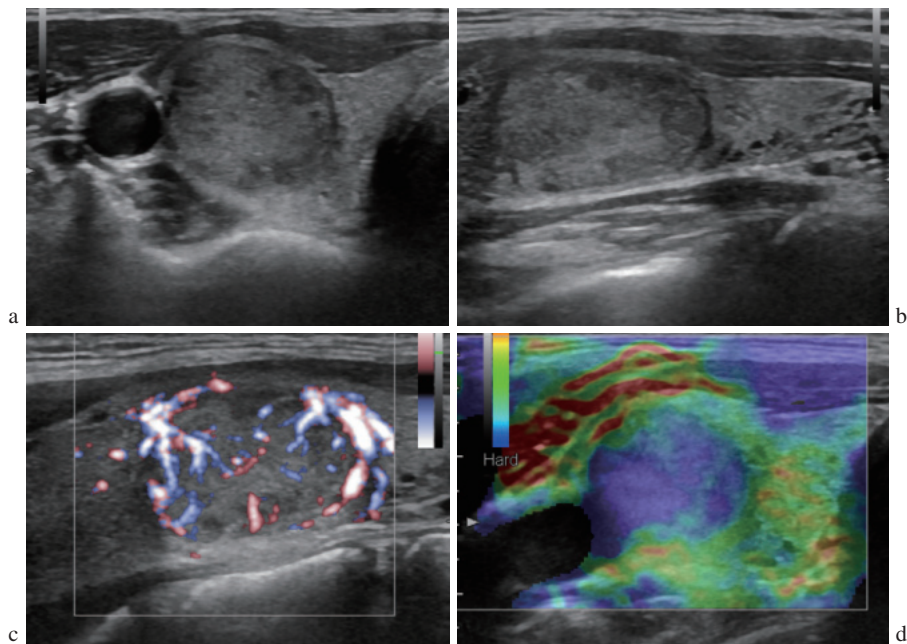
症例1(甲状腺右葉の濾胞性腫瘍)の超音波画像
